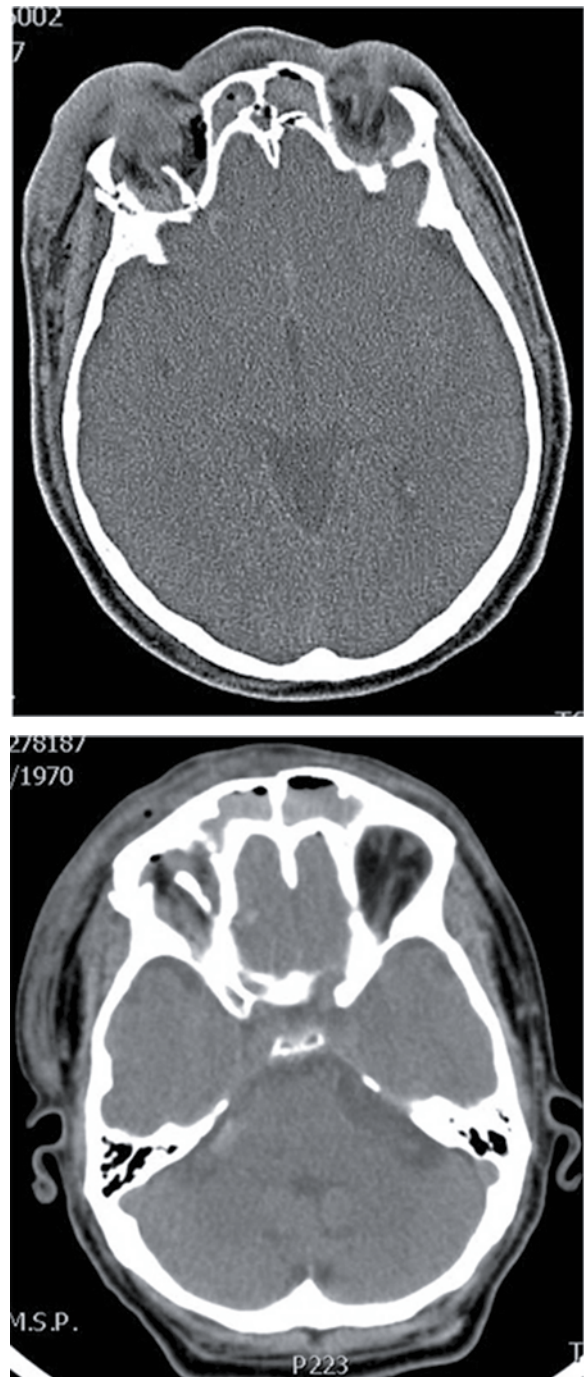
Tomografia evidenciando fragmento ósseo intraorbitário direito.
